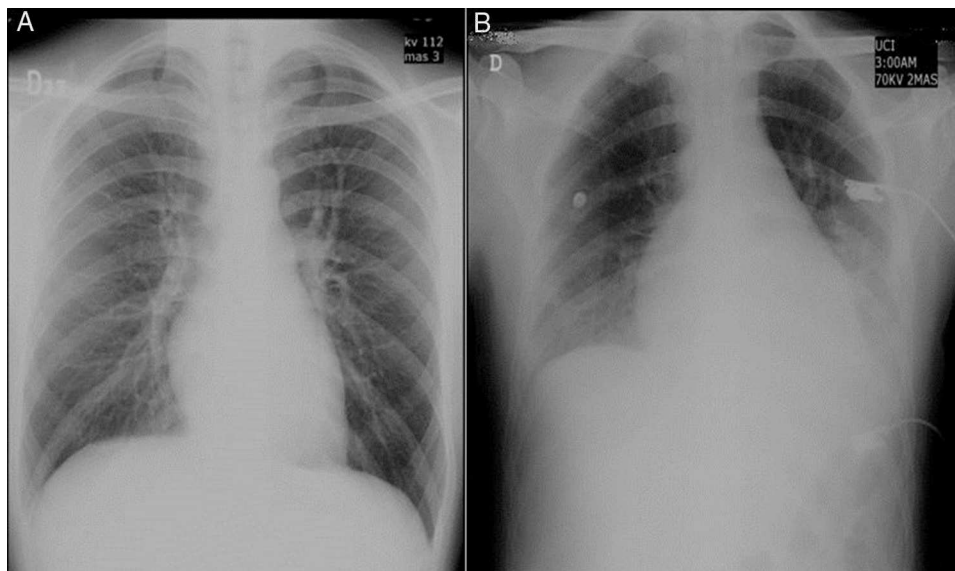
A) Radiografía de tórax en el ingreso normal. B) Radiografía de tórax control con signos de hipertensión pulmonar poscapilar, aumento de la silueta cardiome-diastínica y derrame pleural bilateral.
